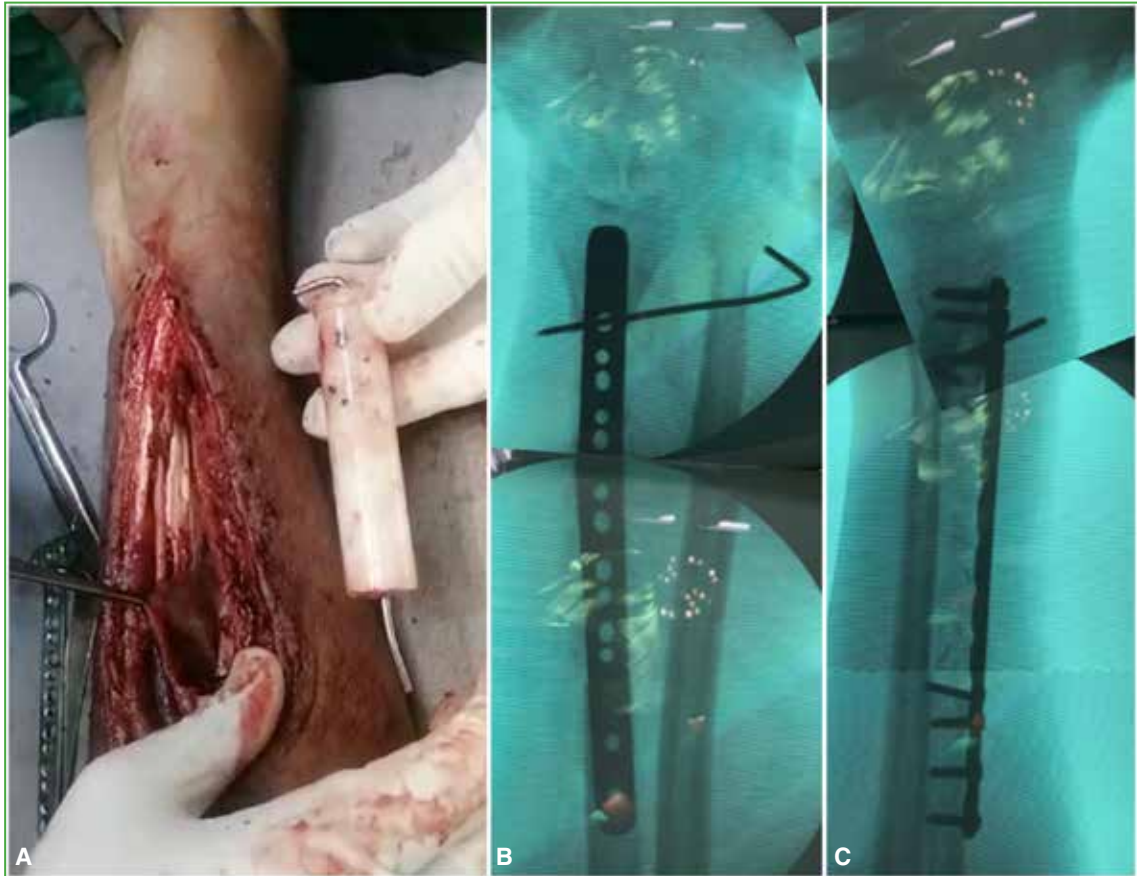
A. Retiro del cemento ortopédico con visualización de la neomembrana (punta de la pinza). Radiografías anteroposterior (B) y lateral (C) de antebrazo en el posoperatorio inmediato. Se visualiza el injerto más el material de síntesis.
